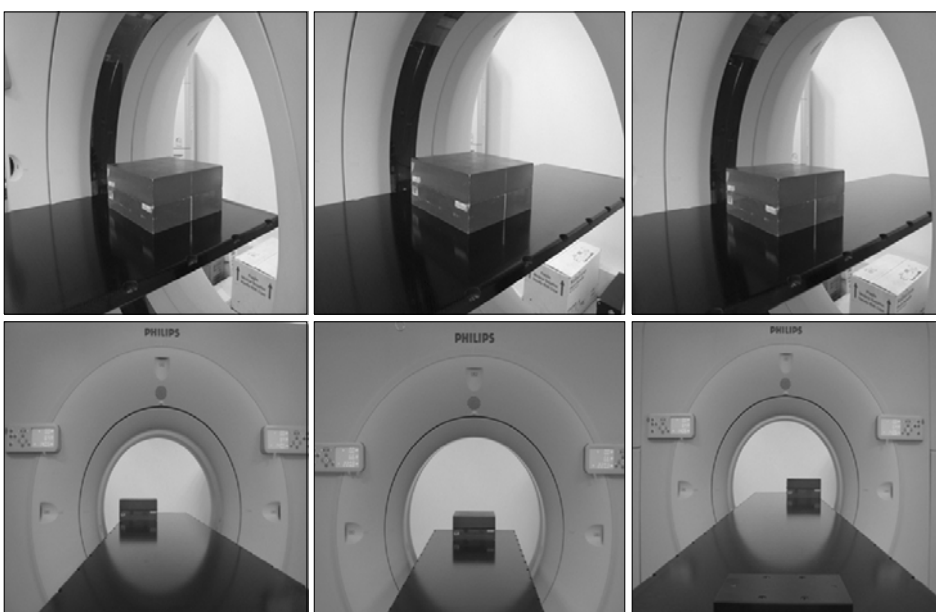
CT scanning to verify measurement values change along each position.
